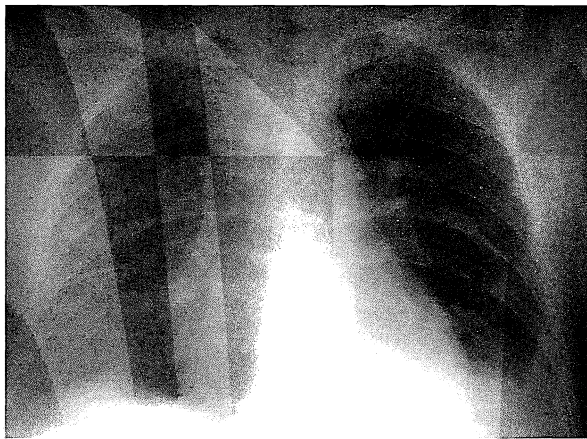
Radiografía del tórax con múltiples nódulos en ambos campos pulmonares, algunos con radiolucidez central.
